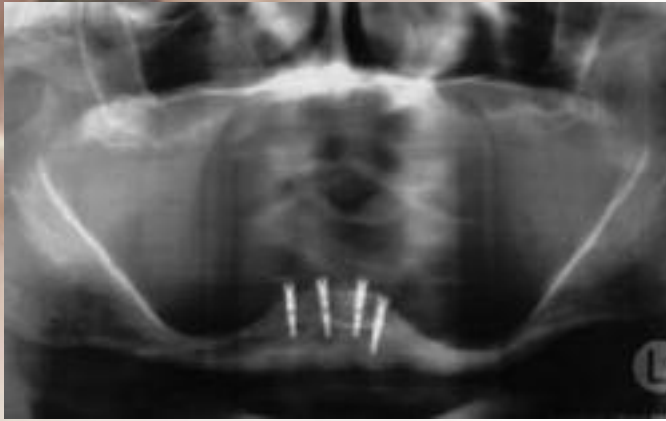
Das Röntgenbild zeigt post OP einen stark atrophien Unterkiefer, der mit vier MicroPlant-Implantaten versorgt wurde
